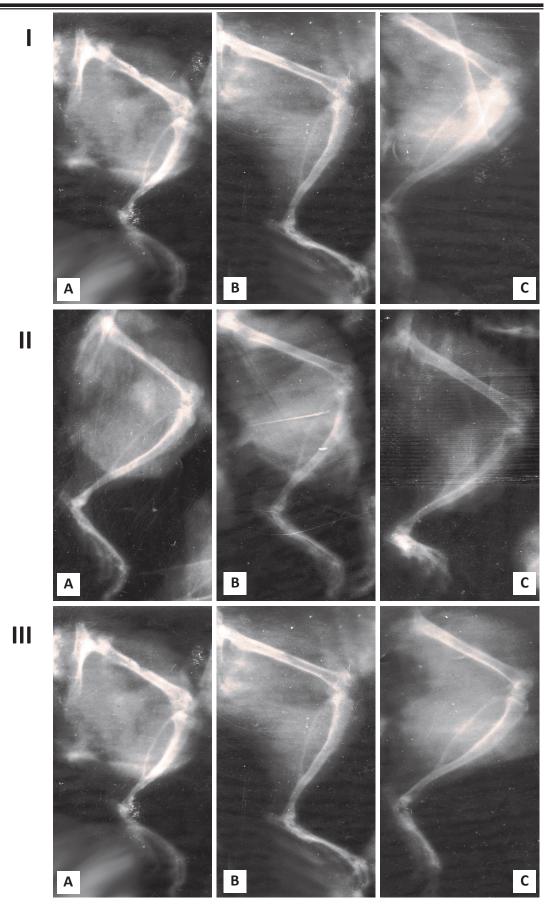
Рентгенокартина регенерации костной ткани экспериментальных животных: I — контрольная группа, II — культивированные аллофибробласты, III — кальция карбонат; A — 7-е сутки, B — 14-е сутки, C — 30-е сутки.
